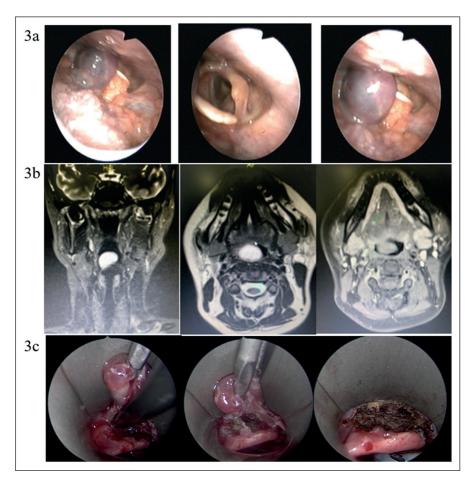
Caso Clínico 2. 3a NFC: Lesión exofítica, esférica, violácea-azulada, de contornos lisos, con base de implantación en la cara lingual de epiglotis derecha, glotis indemne. 3b RM de cuello: Coronal T2, axial T2, axial T1. Lesión bien delimitada de 2,5 cm, hiperintensa enT2, de pared fina que refuerza discretamente con gadolineo. 3c Cirugía: Resección quirúrgica con punta de radiofrecuencia, lecho quirúrgico.
